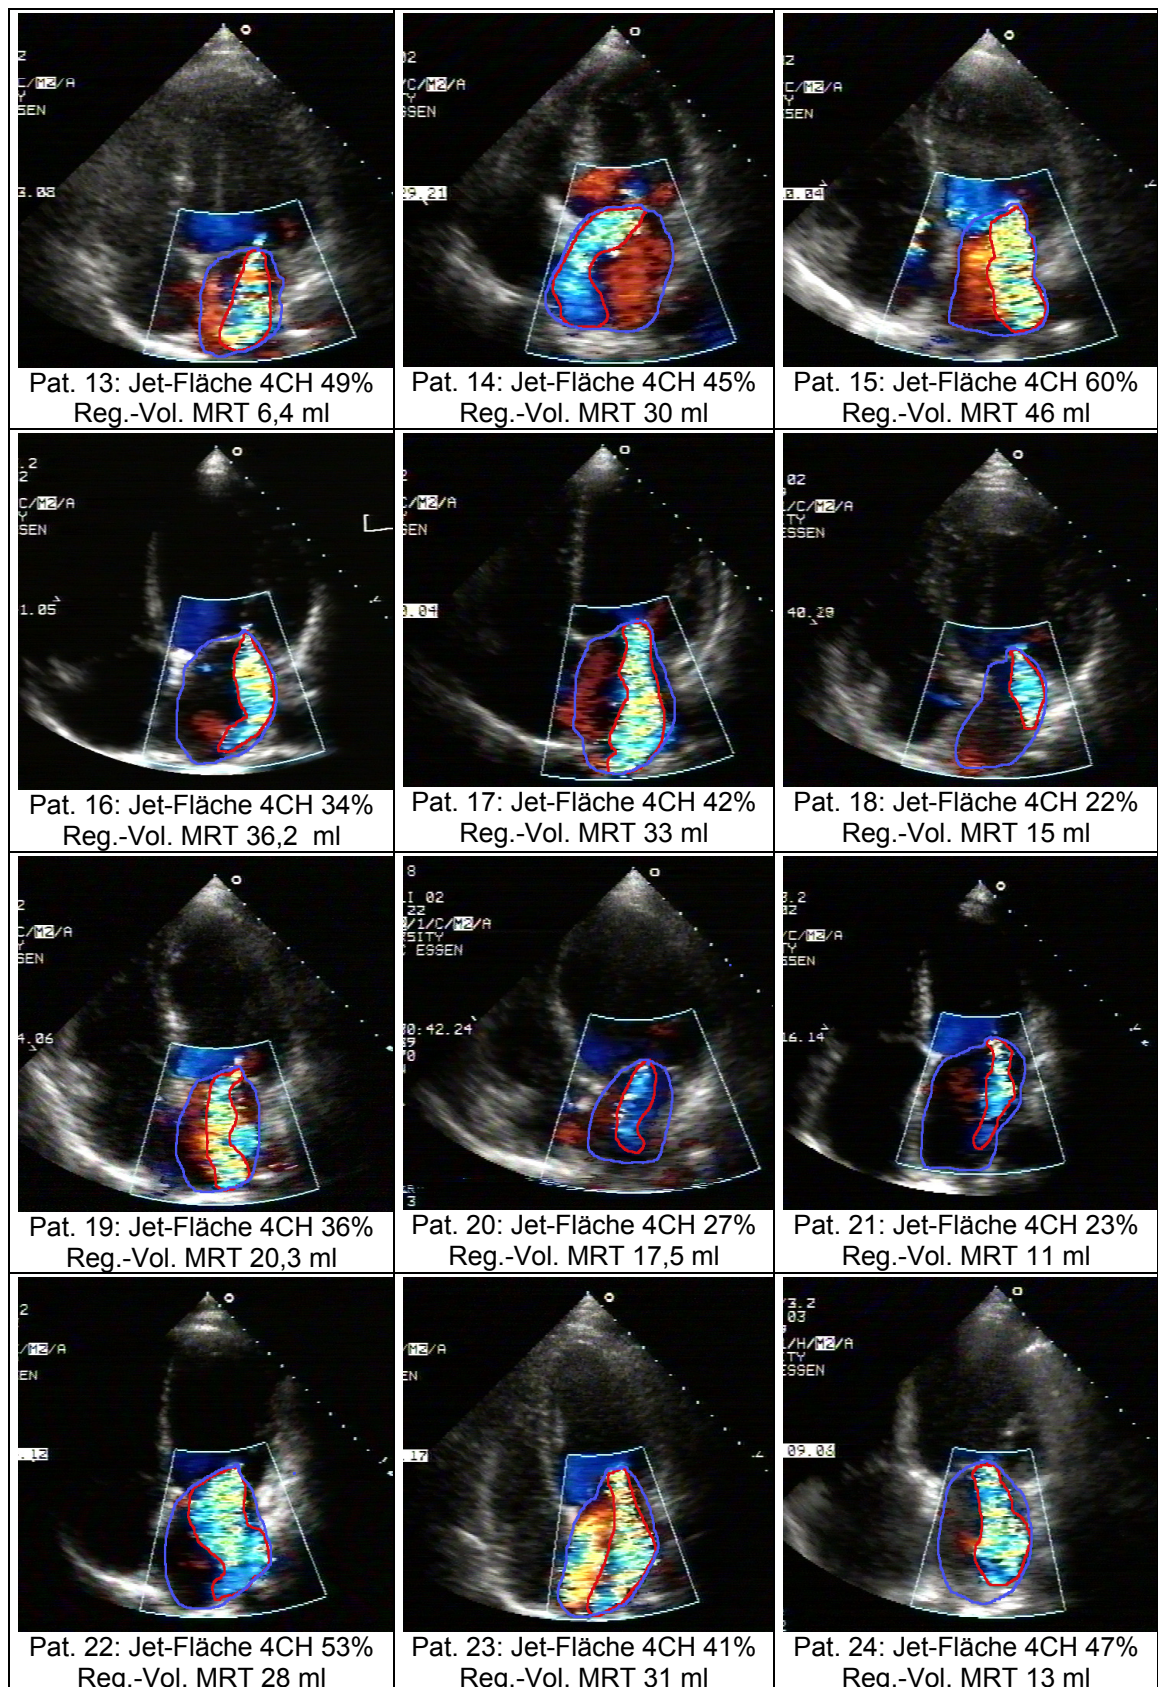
Vergleichende visuelle Darstellung der gemessenen Jetflächen (rot) im Verhältnis zu den jeweiligen Vorhofflächen (blau) im Vierkammerblick aller Studienpatienten mit der Angabe des zugrunde liegenden Referenzregurgitationsvolumen aus dem MRT.
